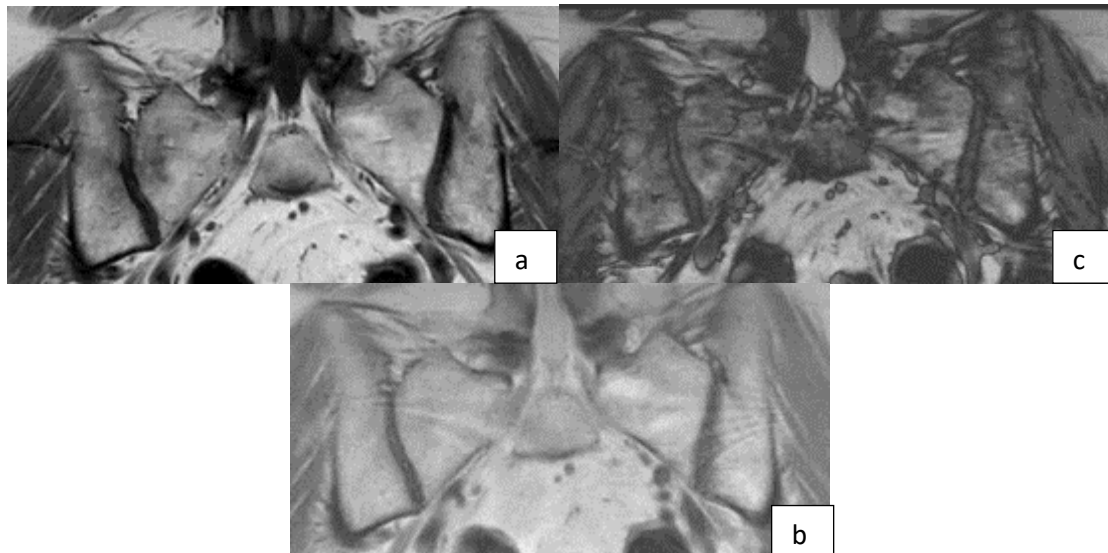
IRM du bassin en vue coronale passant par les articulations sacro-iliaques
